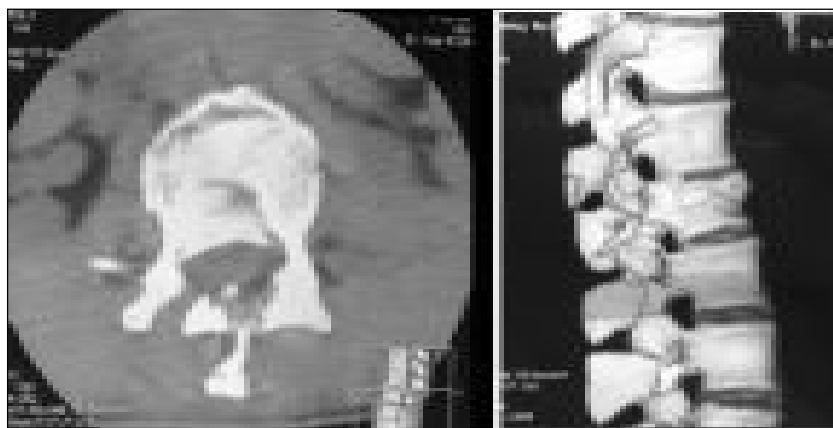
Компьютерные томограммы больного Г., история болезни № 49301
